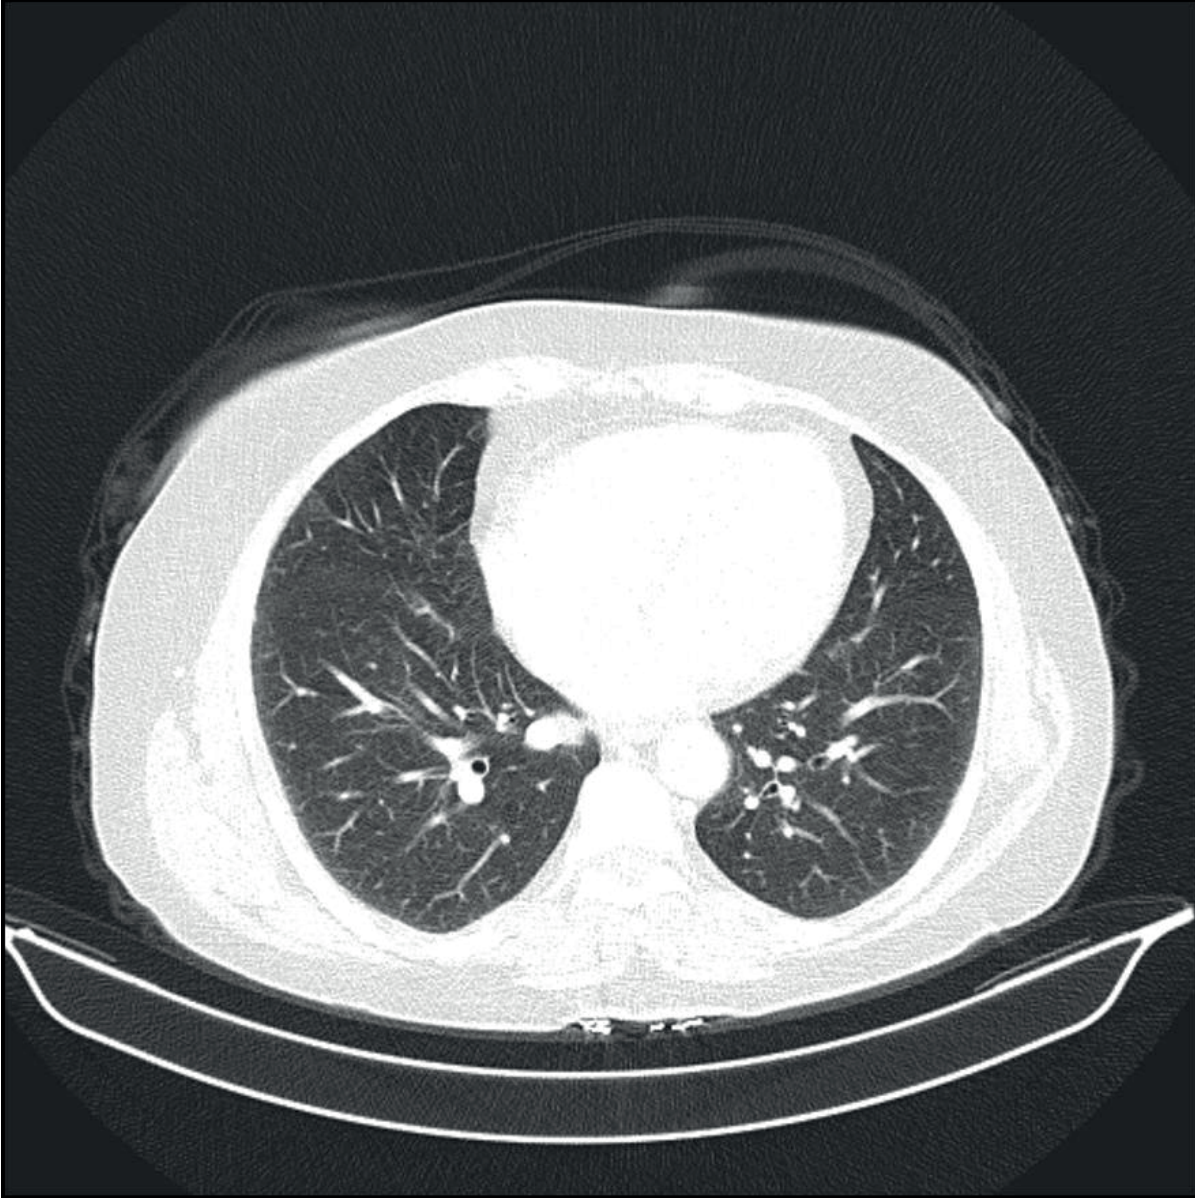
Hastanın başvuruda çekilen akciğer bilgisayarlı tomografi kesiti
